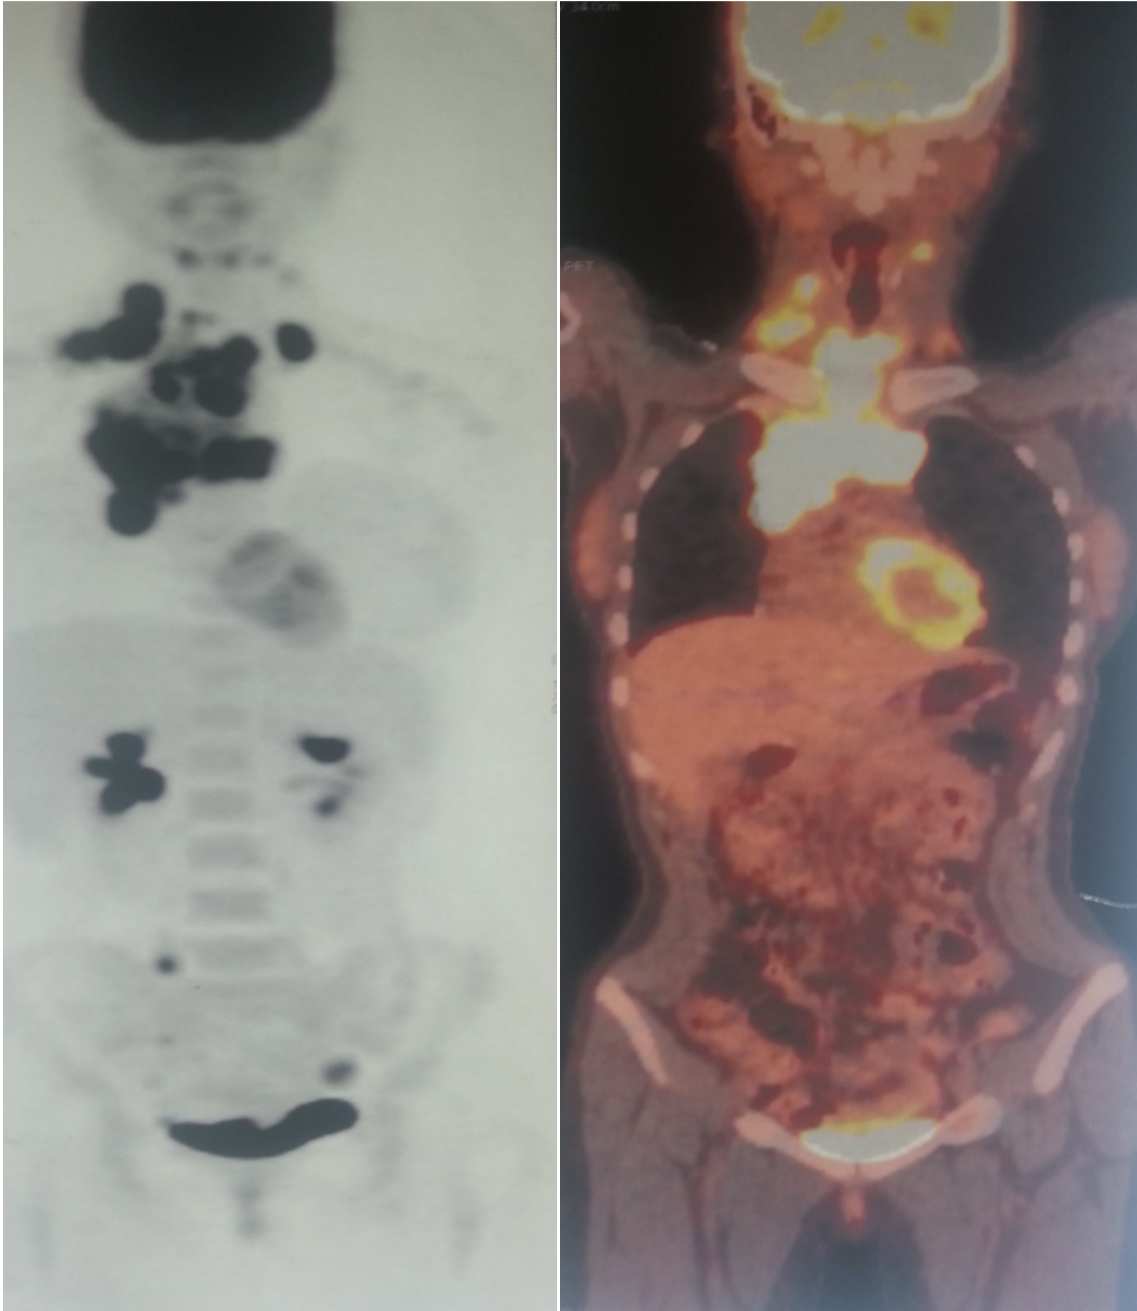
tomographie par émission de positron chez un patient atteint de LH avec une grosse masse médiastinale [service de médecine interne, Hôpital Molay Ismail, Meknès]
